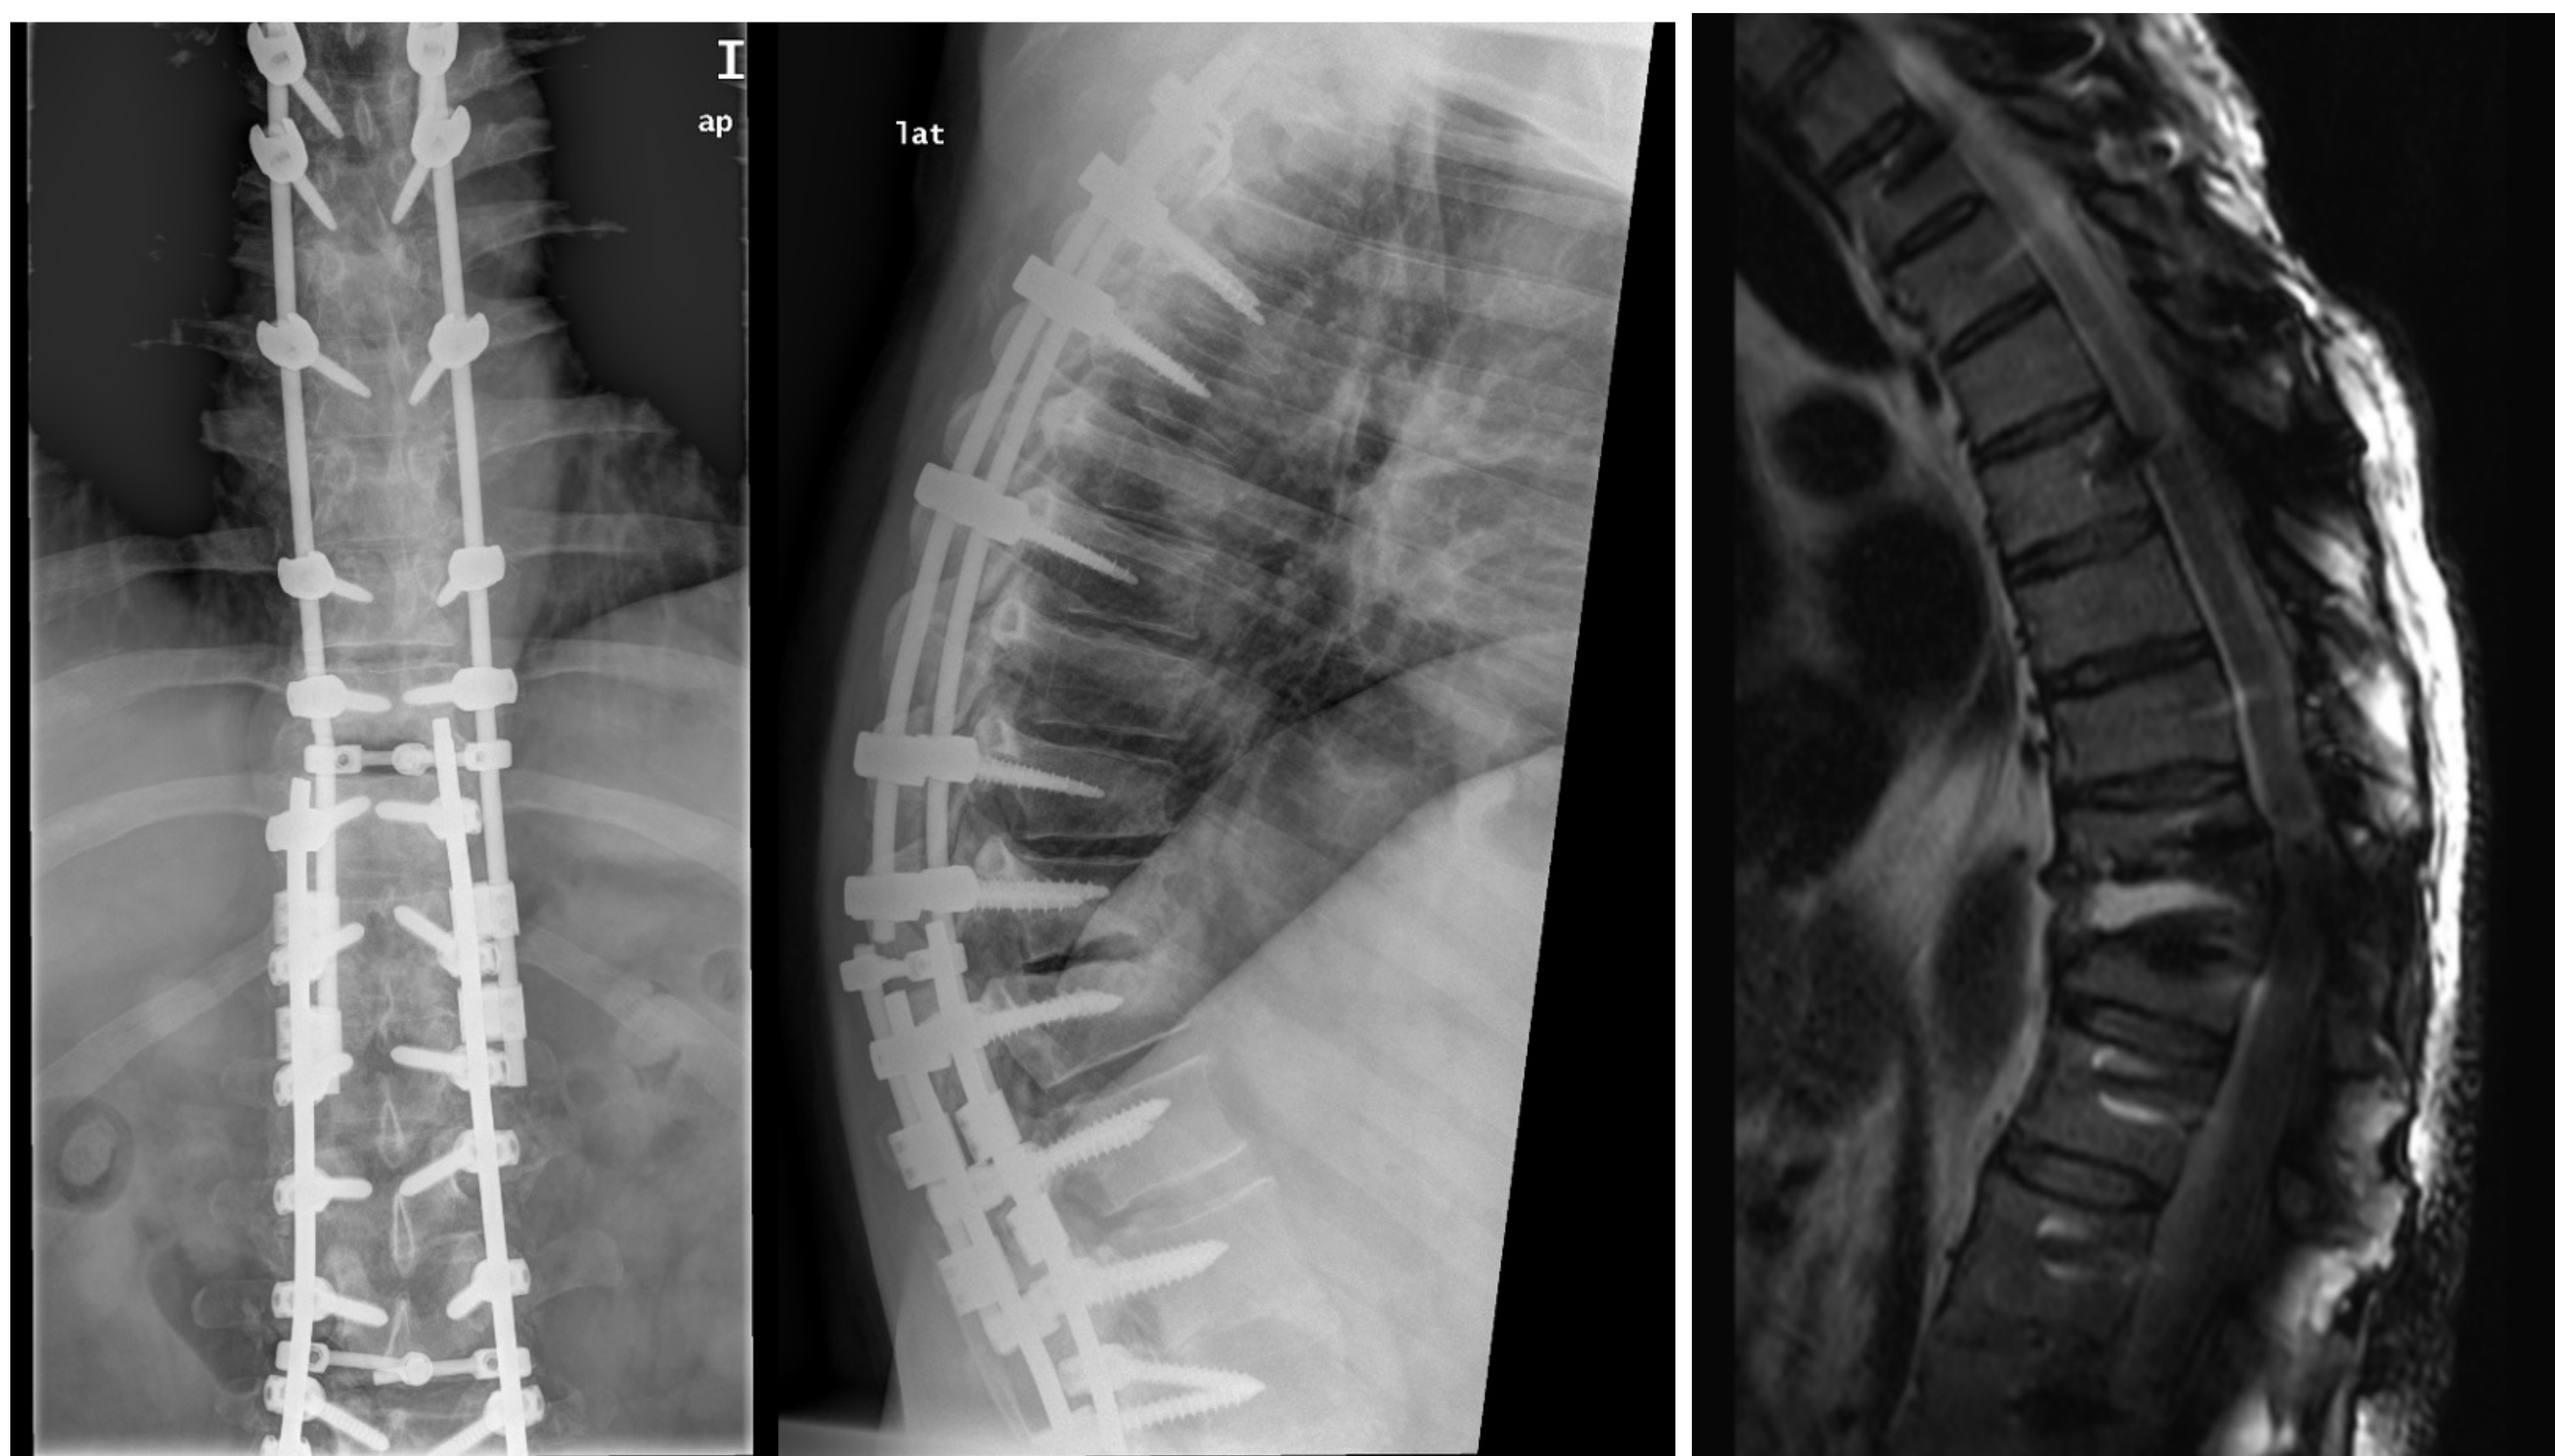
Radiografías AP y lateral con rotura de barras
